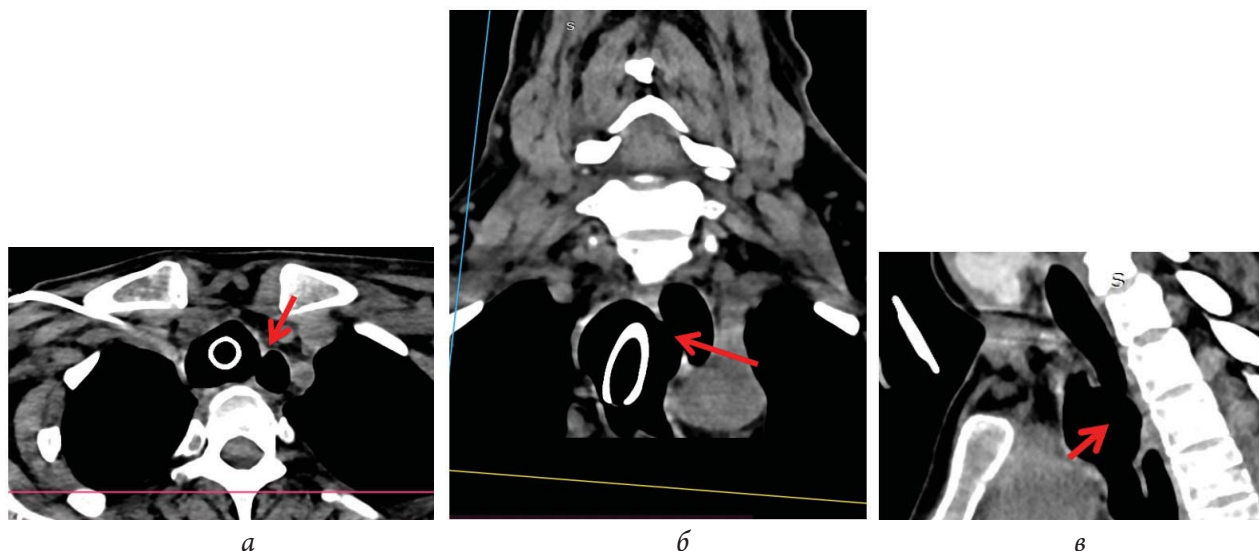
Компьютерная томография органов грудной клетки пациентки А. в аксиальной (а), коронарной (б) и сагиттальной (в) проекциях (февраль 2022 г.). Стрелками показан свищ
